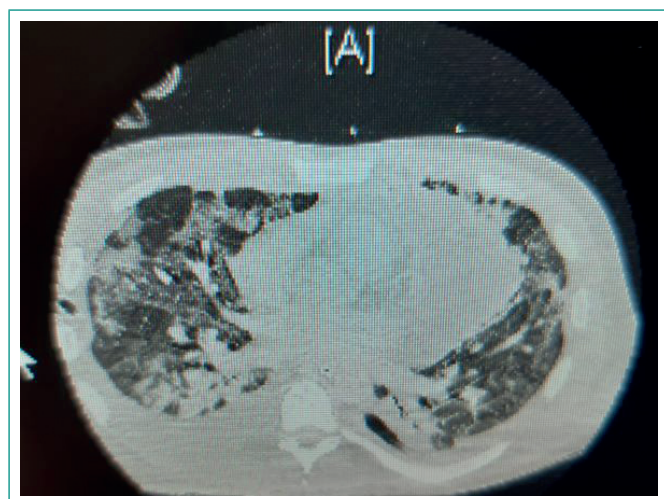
TAC torácico perioperatorio que muestra el drenaje pleural colocado.
